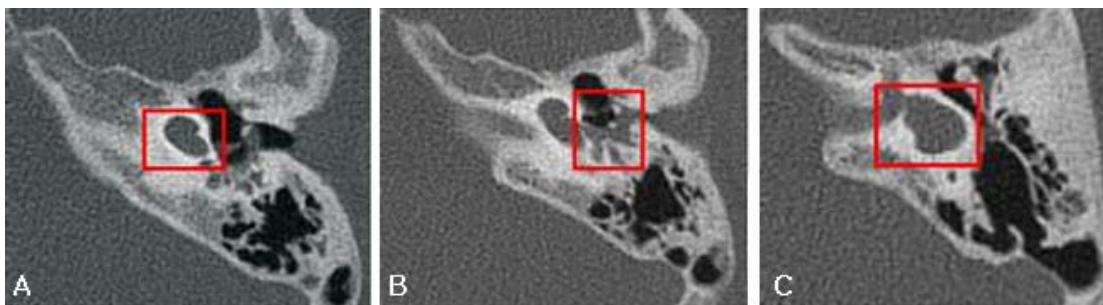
A, B, C. Tomografía axial computarizada (TAC) de alta resolución (AR) de cortes axiales (CA). A: oído izquierdo (OI) presenta cavidad común en el oído interno con tejido a nivel de la membrana timpánica. B: se observa tejido a nivel de la cadena osicular, seno timpánico y receso facial que está en contacto con el oído interno. C: se aprecia ausencia de los canales semicirculares (las alteraciones imagenológicas se señalan en cuadro rojo en cada imagen).
